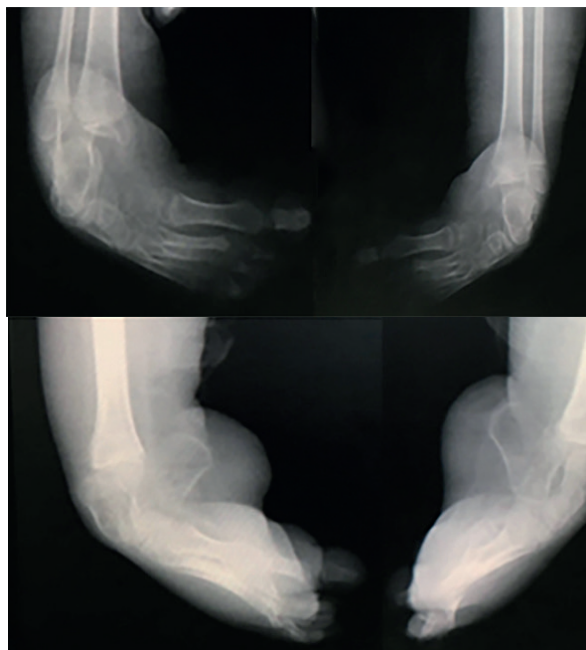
Radiografía bilateral anteroposterior y lateral preoperatoria (Caso 1).
